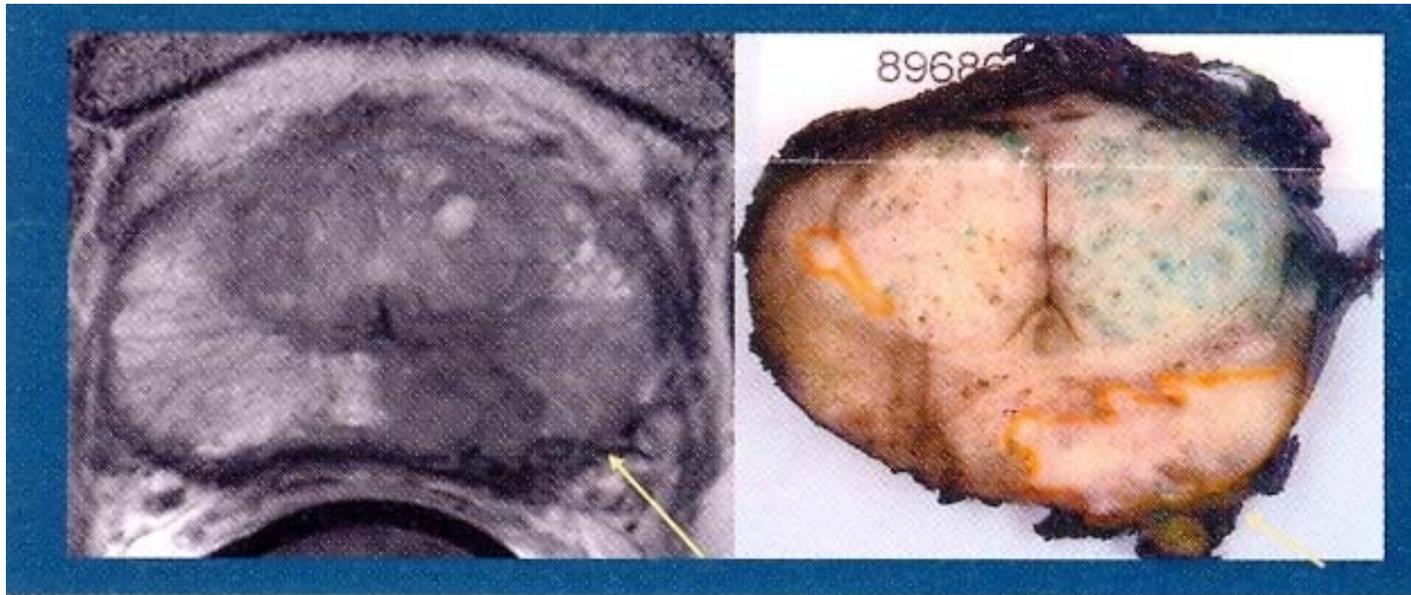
Hochauflösendes MRI der Prostata. ➔ = Extrakapsuläre Tumordinfiltration im Bereich des Gefässnervenbündels.
